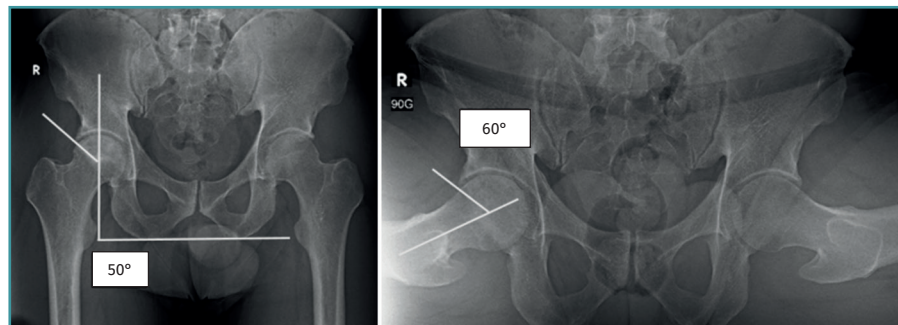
Radiografía anteroposterior (AP) de pelvis y proyección de Dunn a 90°, evidenciando un ángulo centro borde (Wiberg) aumentado de 50° y un ángulo alfa aumentado de 60°.
